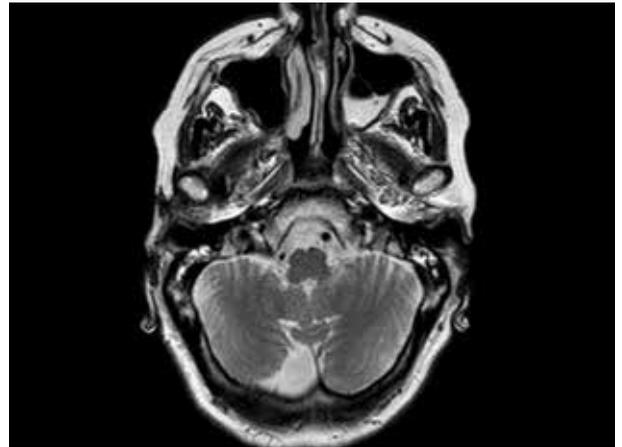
RMN postoperatoria.
